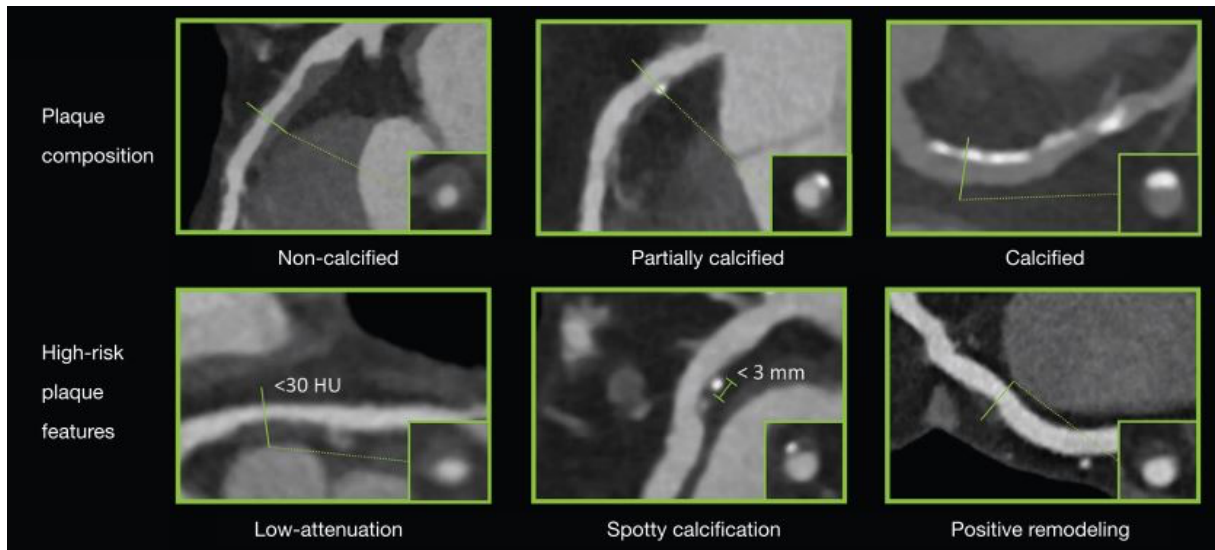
Darstellung von nicht verkalkten, teils verkalkten und verkalkten Plaques sowie Charakteristika der Hochrisikoplaques in der CT-Koronarangiografie. Dazu gehören punktförmige Verkalkungen, geringe Schwächungswerte und Positive Remodeling.
